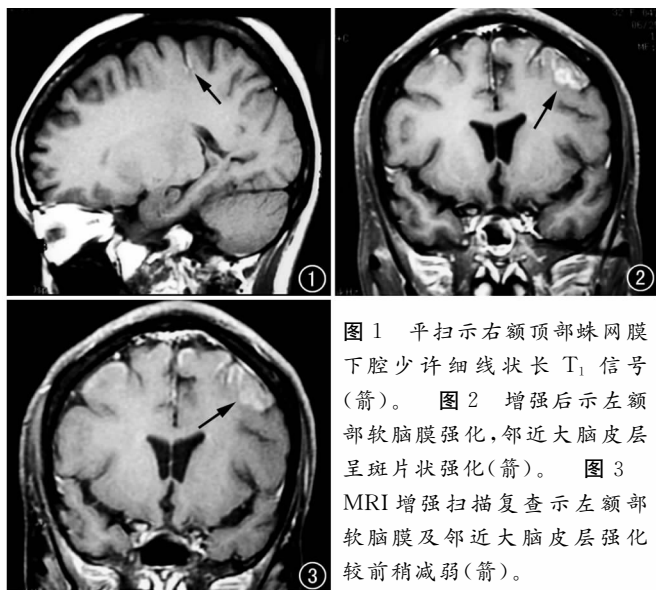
平扫示右额顶部蛛网膜下腔少许细线状长 T_1 信号(箭)。图 2 增强后示左额部软脑膜强化, 邻近大脑皮层呈斑片状强化(箭)。图 3 MRI 增强扫描复查示左额部软脑膜及邻近大脑皮层强化较前稍减弱(箭)。
